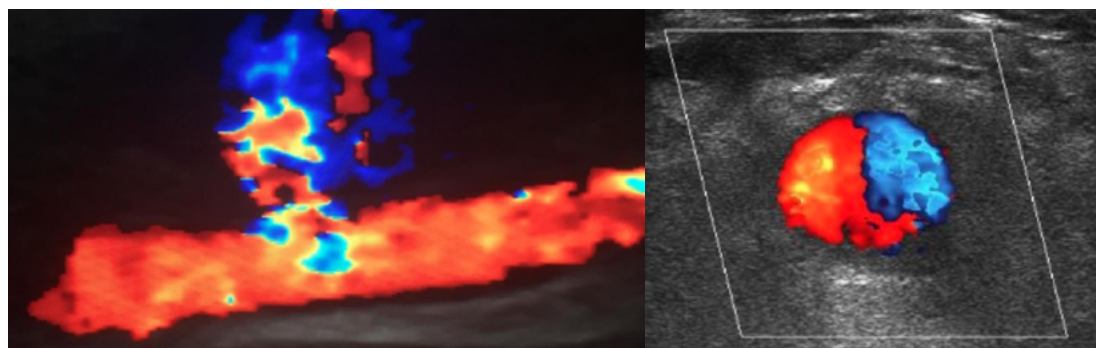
a y b: *Imagen en ying/yang (figura) y un espectro Doppler con una forma de onda típica "de un lado a otro" ("to & fro") a nivel del cuello (figura) son diagnósticas.*
